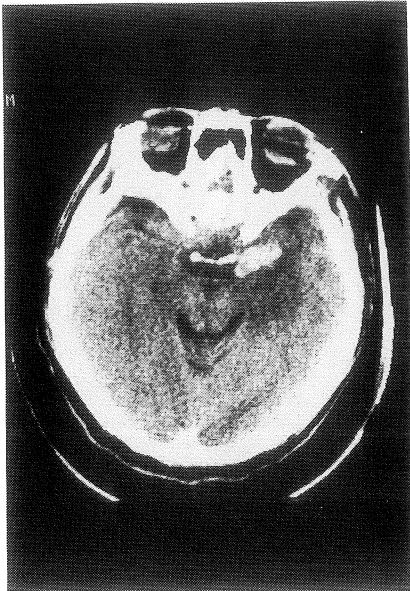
症例 4—発症 8 日後の単純 CT. 左側頭葉内側部に血腫がみられ, その後方に低吸収領域が認められる.
